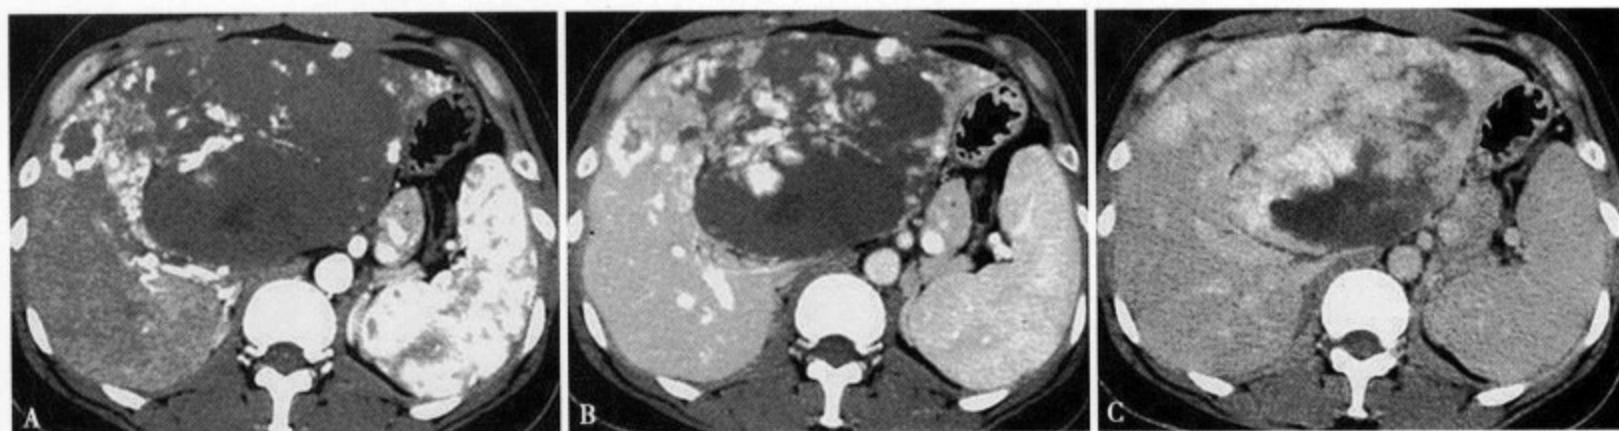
肝左叶巨大血管瘤，增强 CT 动脉期 (A) 显示病变内及边缘部斑点、条状强化；静脉期 (B) 病变强化明显向中心部延伸，出现斑块状强化；延迟 10 分钟扫描 (C) 病灶大部分被填满强化，稍高于周围肝实质，但密度不均匀
